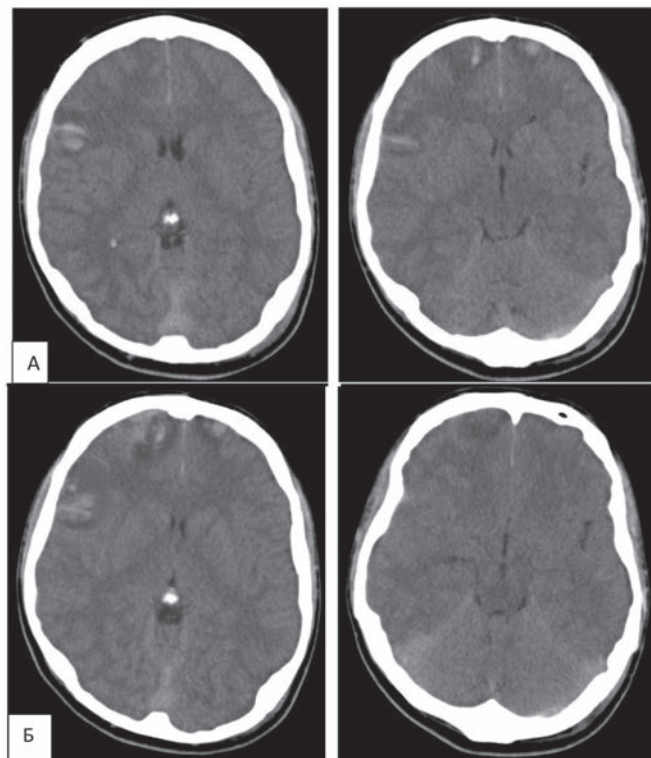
Томограммы б-го Б. с прогрессией отека мозга: через 24 часа после травмы (а), через 45 часов после травмы (б). Пояснения в тексте.
